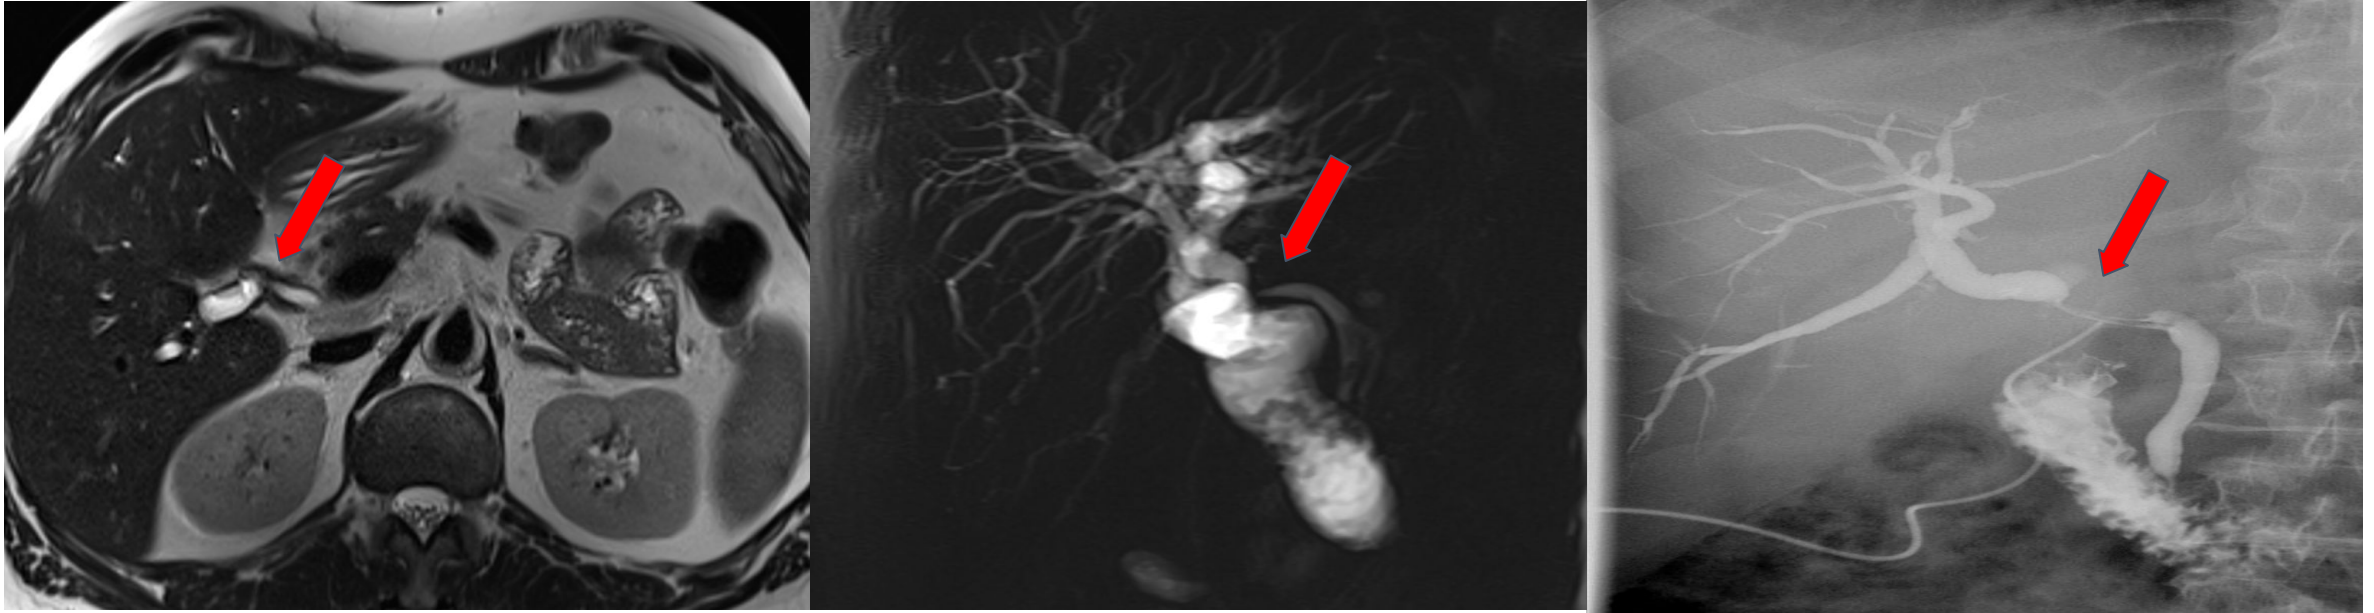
Estenosis de la vía biliar. Paciente con dolor y analítica con patrón colestásico con antecedente de colecistectomía hace años. (A-B) Colangio-RM y (C) colangiografía trans-Kehr (con extremo en remanente cístico): estenosis de aspecto fibroso en la transición entre el conducto hepático común y el colédoco (flecha en A-C), que condiciona dilatación moderada de la vía biliar proximal y de los radicales intrahepáticos.
